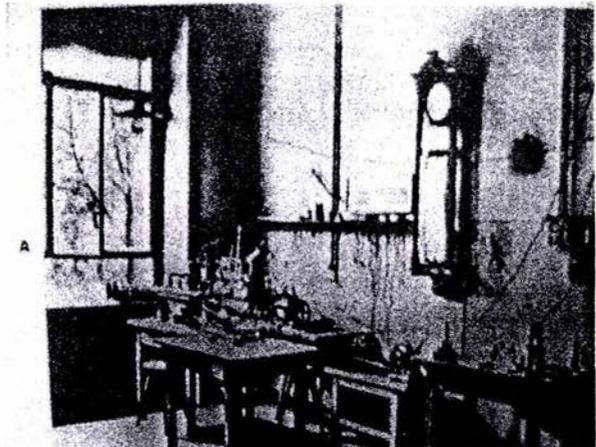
El laboratorio de Roentgen.
